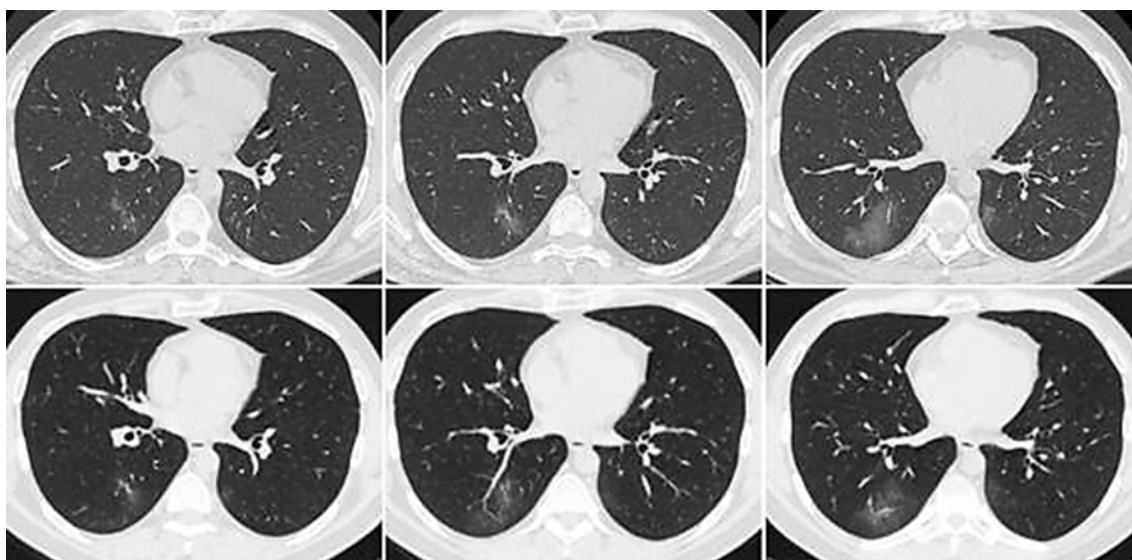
КТ ОГК в аксиальной проекции в динамике на соответствующих уровнях. Верхний ряд — 22 апреля 2020 г., нижний ряд — 27 апреля 2020 г. COVID-19. Несмотря на увеличение объема уплотнений «матового стекла», отмечается уменьшение их выраженности и четкости контуров, появление на их фоне тонких единичных интерстициальных тяжей
